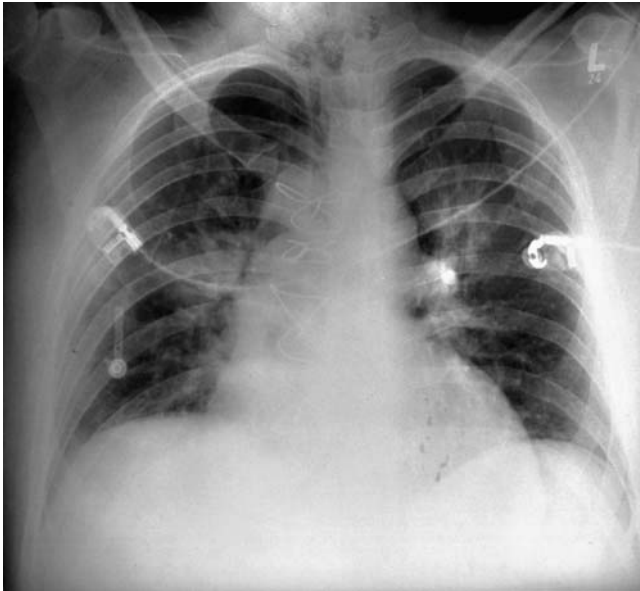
Röntgen-Thorax-Aufnahme, 15. Tag postoperativ
